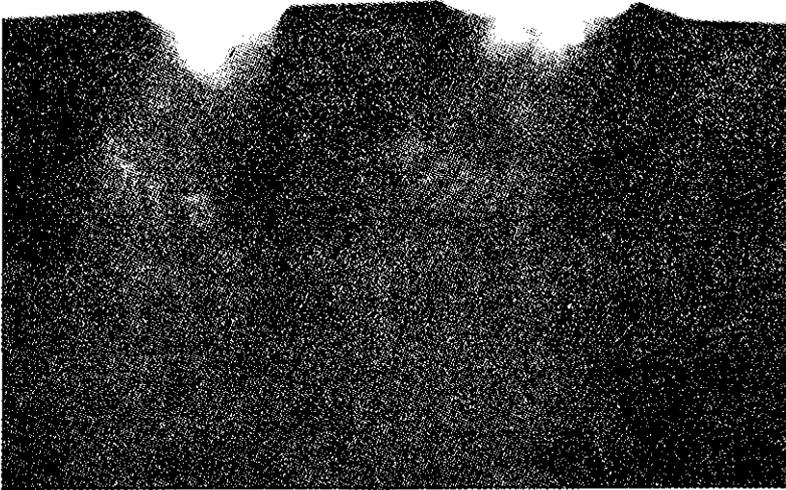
Radiografía de piés.
